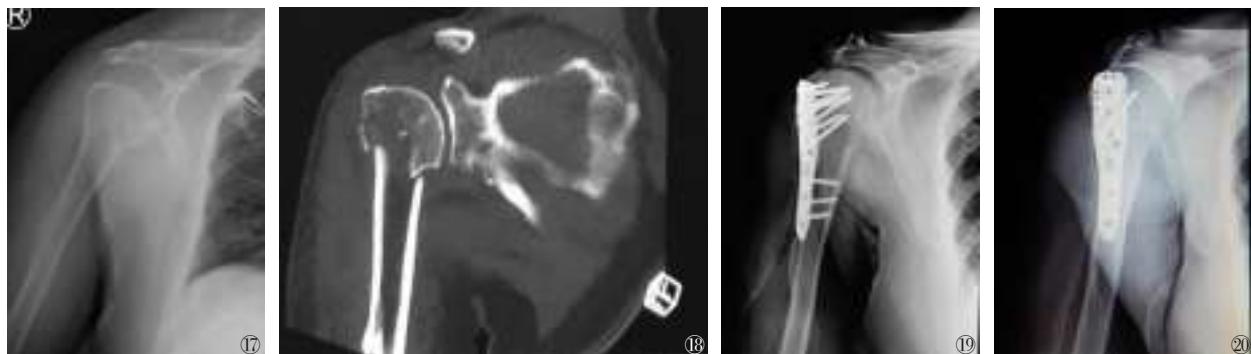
~20 患者,女,76岁,右肱骨近端骨折,行应用双反牵引复位器联合MIPO技术复位固定骨折,术前及术后影像学检查。图17 术前X线;图18 术前CT;图19 术后正位;图20 术后侧位
